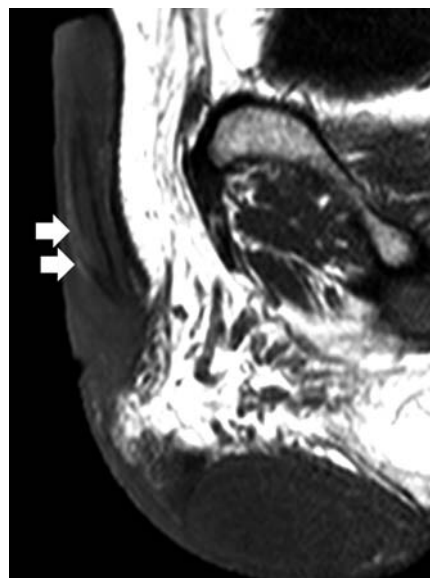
MRI showed disruption of tunica albuginea (T1WI). Arrows show the part of disruption.
